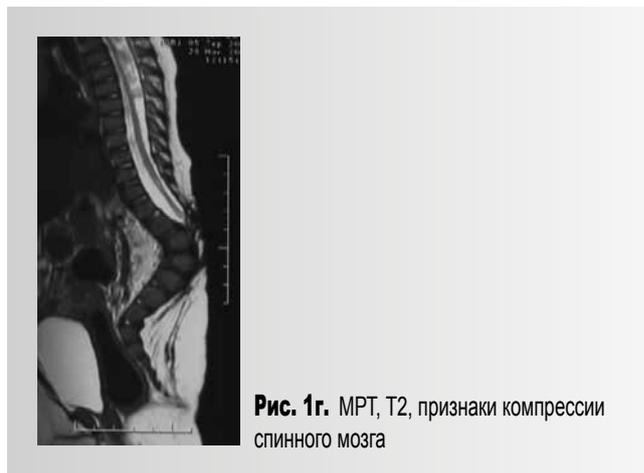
МРТ, T2, признаки компрессии спинного мозга
